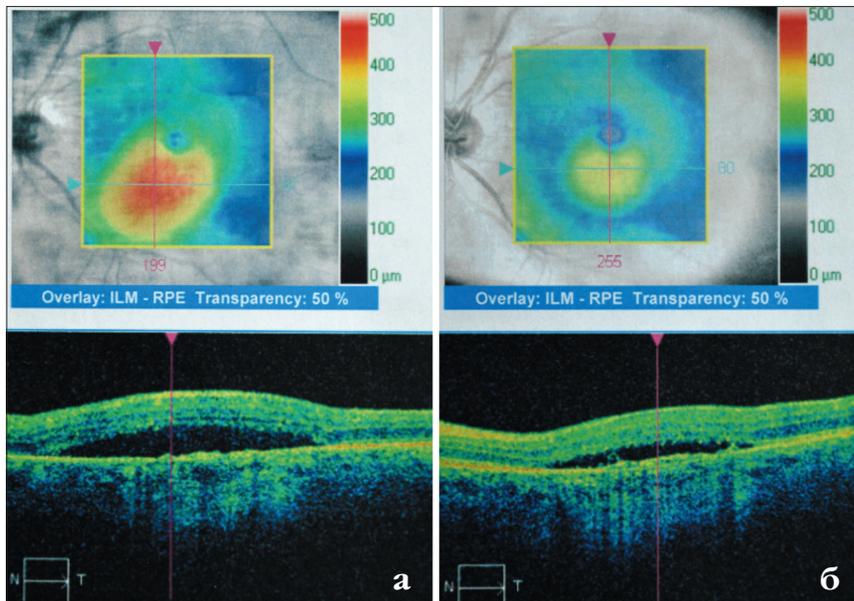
Оптическая когерентная томография пациента Ш. до (а) и после введения 9 интравитреальных инъекций Пегаптаниба (б). Толщина центральной части сетчатки уменьшилась за счет снижения объема жидкости под нейроэпителием. Частичное купирование отёка отчетливо видно и на топографической карте толщины макулы
